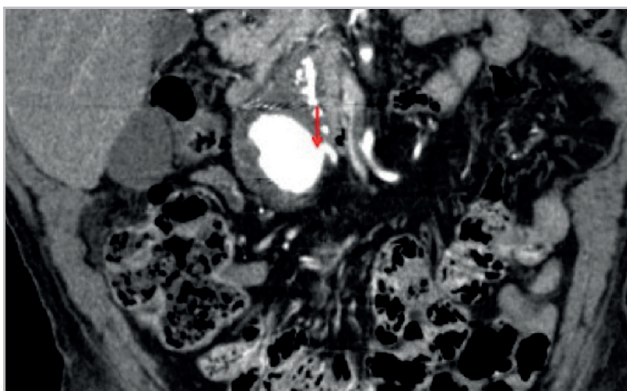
7. Endofuga Tipo II. Cortes axial y coronal de TC. Extravasación del medio de contraste en la periferia a partir de arteria lumbar (flecha).
